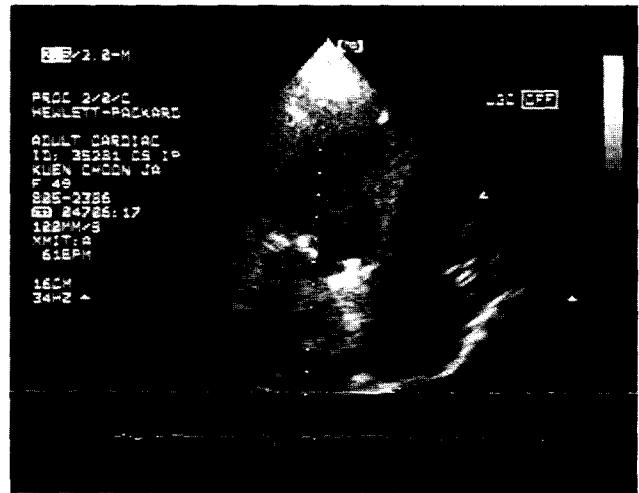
Apical four chamber view of transthoracic echocardiogram of case 2 with a SJM 27-mm mitral prosthesis showed the highly echogenic thrombus in left atrium (black arrow).
